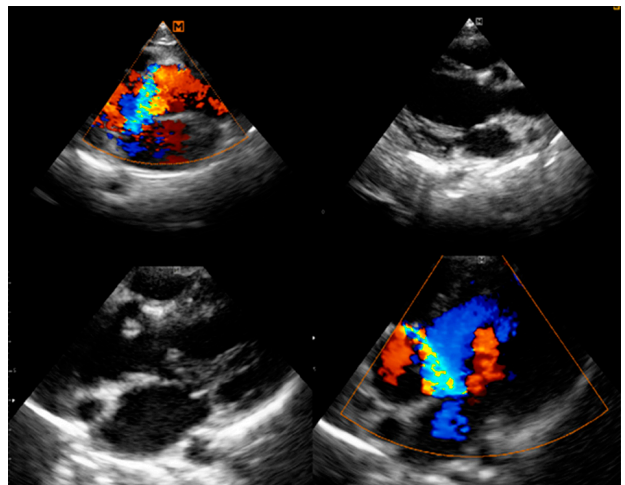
Ecocardiograma transtorácico eje largo de V1 y 5 cámaras. Se observa jet de insuficiencia por fuera del anillo aórtico.
